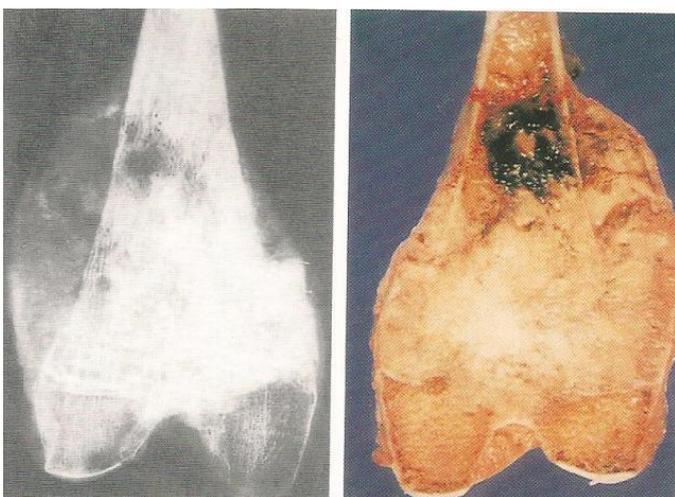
Radiografia e fotografia de osteossarcoma. Fonte: Schajowicz, F. Osteossarcoma da metáfise femoral inferior. a. radiografia e b. fotografia demonstram o padrão misto osteolítico-osteoblástico e a evidente invasão da epífise. Neoplasias ósseas e lesões pseudotumorais: patologia, radiologia e tratamento. Springer, 2000.
